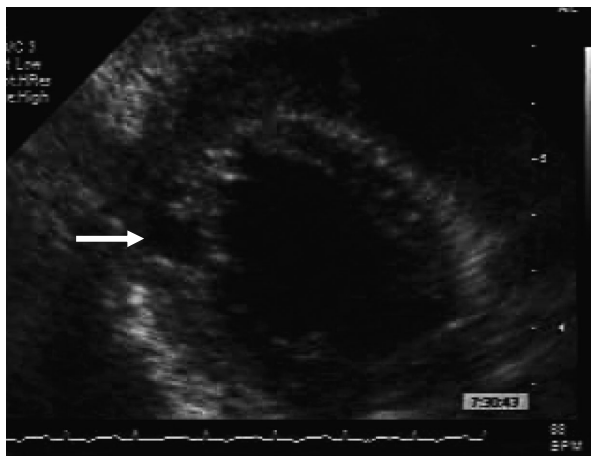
Transthoracic two-dimensional echocardiogram from the apical view after surgical repair showing the myocardial tear(arrow)
